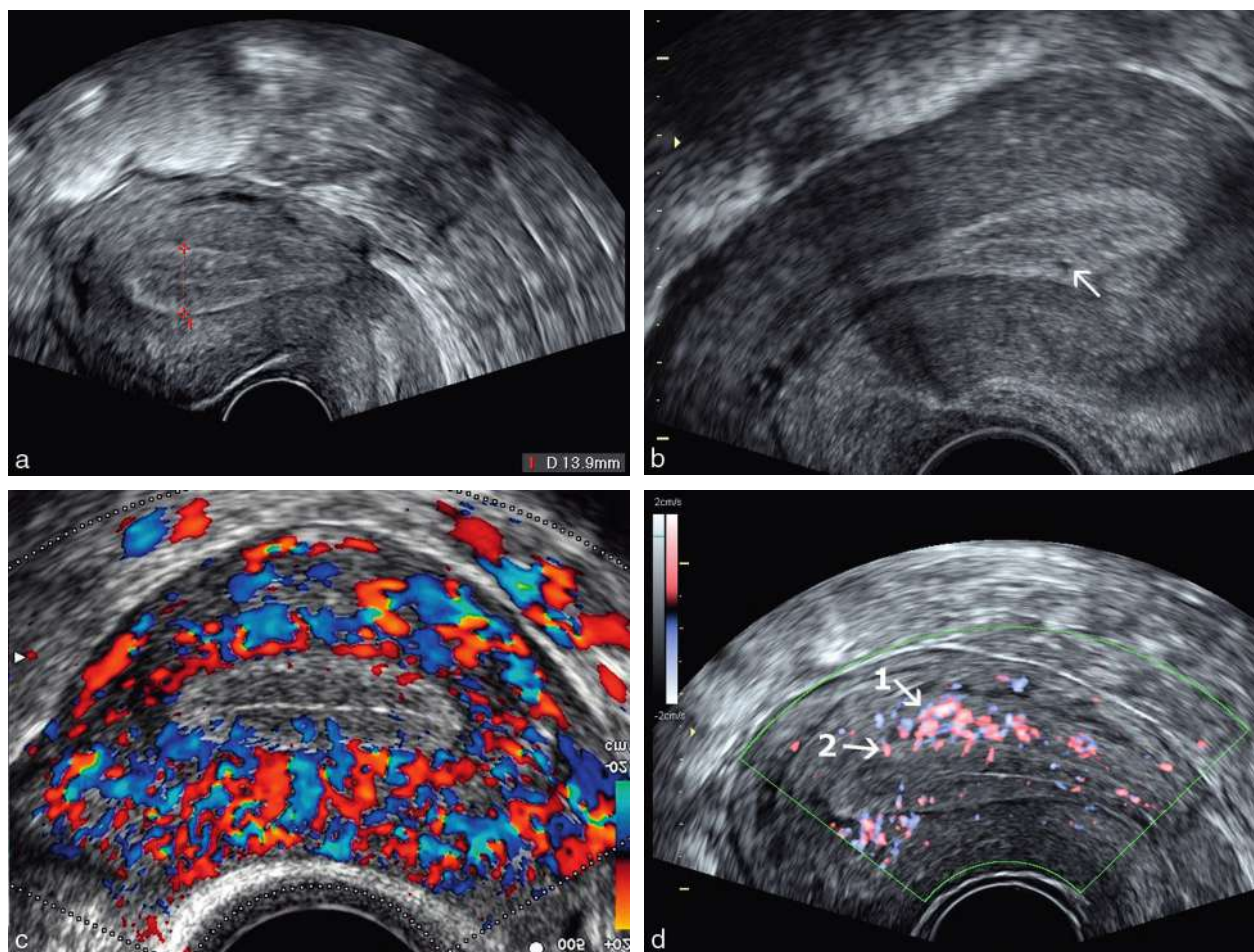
Endomètre et grossesse. a. Aspect d'endomètre décidualisé : épaisseur augmentée (13 mm), échogénéité moyenne, renforcement basal. b. Endomètre décidualisé avec renforcement basal assez net (aspect en trois bandes) et une petite lacune (→) qui peut correspondre à un œuf ou une glande kystique. c. Endomètre en début de phase sécrétoire avec un aspect en anneau post-ovulatoire et des flux artériolaires qui commencent à apparaître dans l'endomètre. d. Endomètre en phase lutéale (sécrétoire). Le Doppler montre les flux lents (< 2 cm/sec.) des artérioles radiées pénétrant la muqueuse (2) à partir des artères arquées du myomètre (1).
